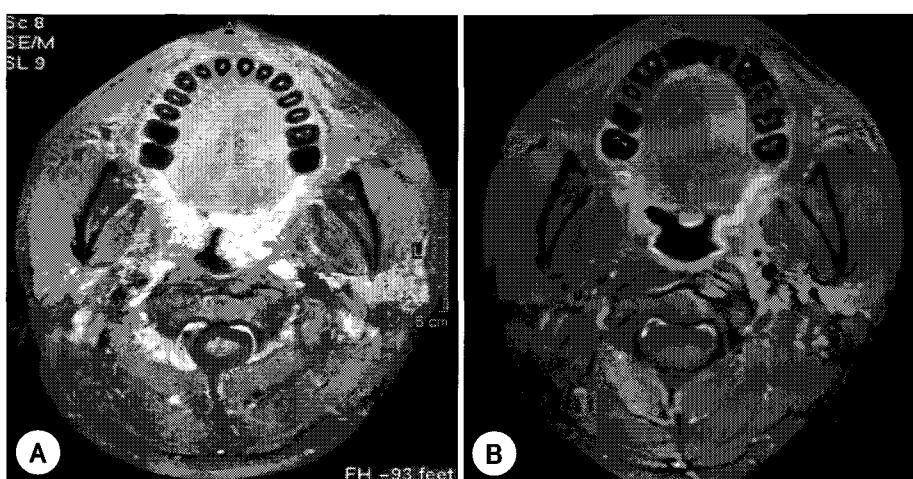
A : Initial paranasal sinus MRI shows left tonsilar enlargement. B : At nine months after radiotherapy, MRI shows no demonstrable abnormal finding.
